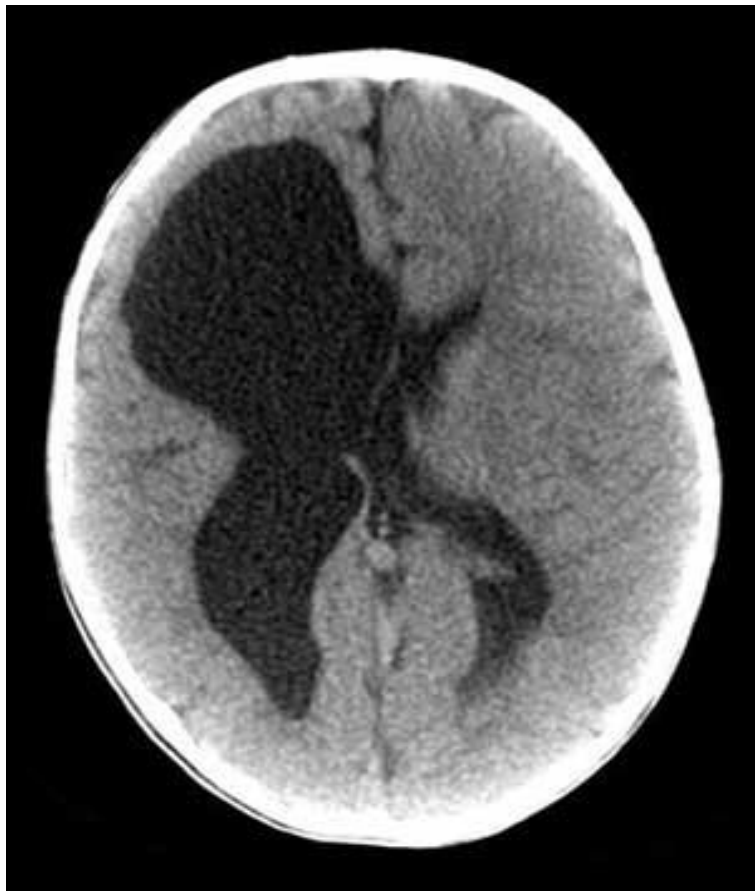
Initial axial CT from one of our patients displaying a non-voluminous hemorrhage with an important hydrocephalus. In this case, the ICP intraventricular catheter was not only important as a diagnostic tool concerning ICP levels, but also therapeutic.
